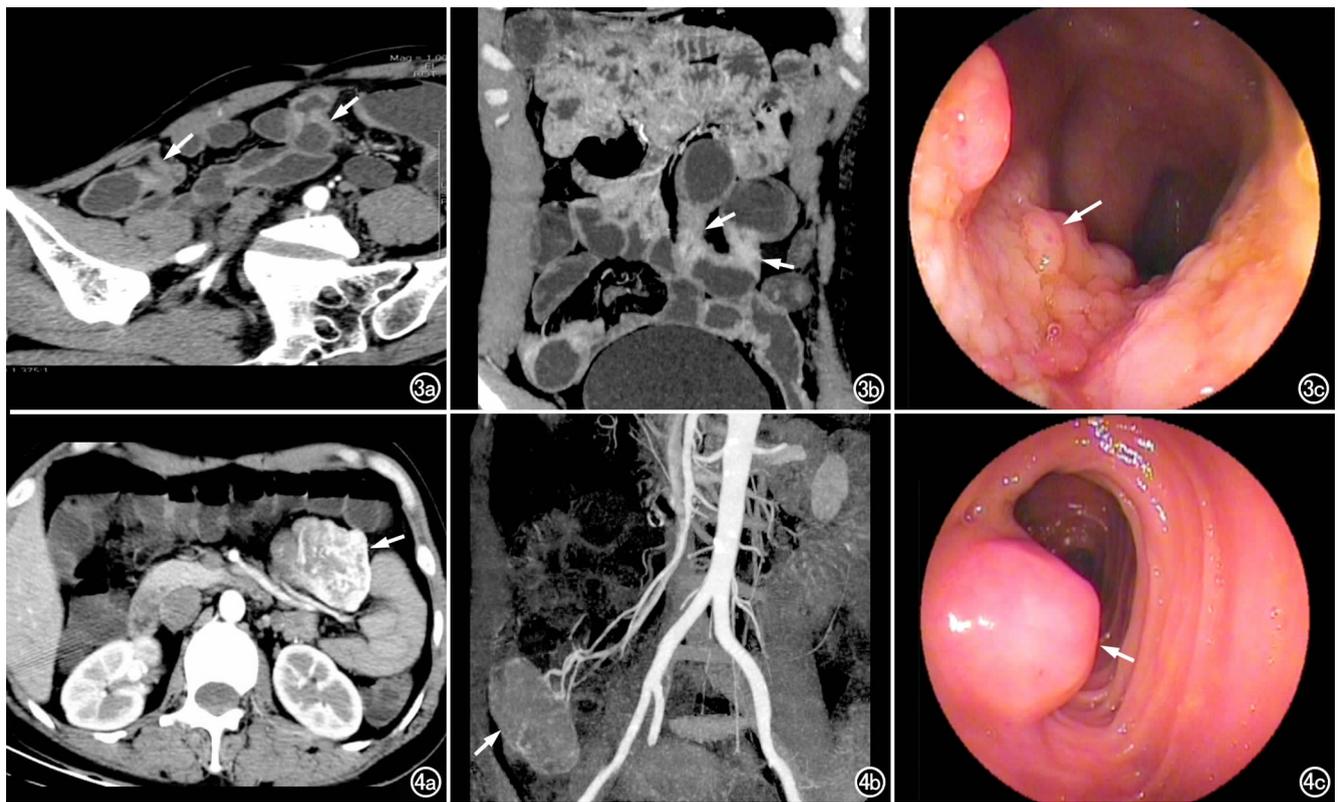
小肠 Crohn 病。a) 曲面重组图像示病变呈节段性、跳跃性分布,肠壁不规则增厚、强化明显(箭); b) 冠状面重组图像示病变呈节段性、跳跃性分布,肠壁不规则增厚、强化明显(箭); c) DBE 检查示肠黏膜充血、水肿,表面可见糜烂、溃疡及肉芽组织增生(箭),肠段挛缩、变形,回肠段可见多发的纵行溃疡。图4 小肠间质瘤。a) CT 增强扫描示小肠内分叶状软组织肿块有明显强化,表面较光整(箭); b) MIP 重组图像示肿块(箭)有粗大的供血动脉及引流静脉; c) DBE 检查示占肠腔约 1/2 的向腔内生长的肿块(箭),质地硬,表面覆盖白苔,表面可见多个溃疡,溃疡周围黏膜光滑,可透见扩张的小血管。
